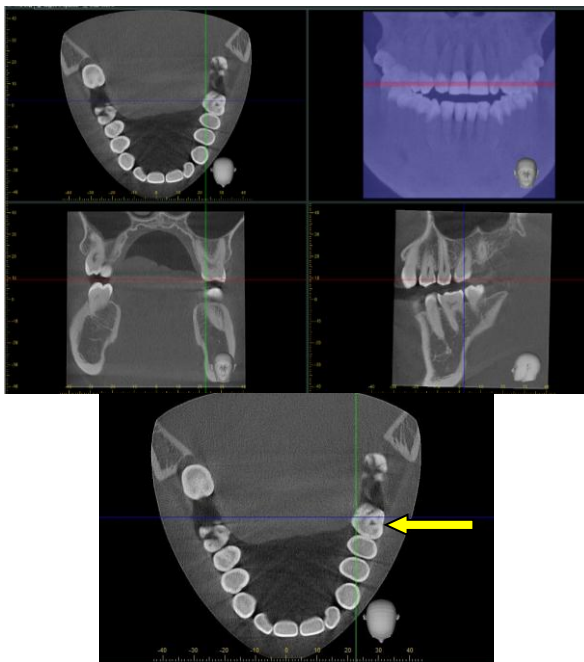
Рентгенологічні ознаки карієсу на жувальній поверхні зуба 2.7 за рентгенологічною класифікацією E₂
